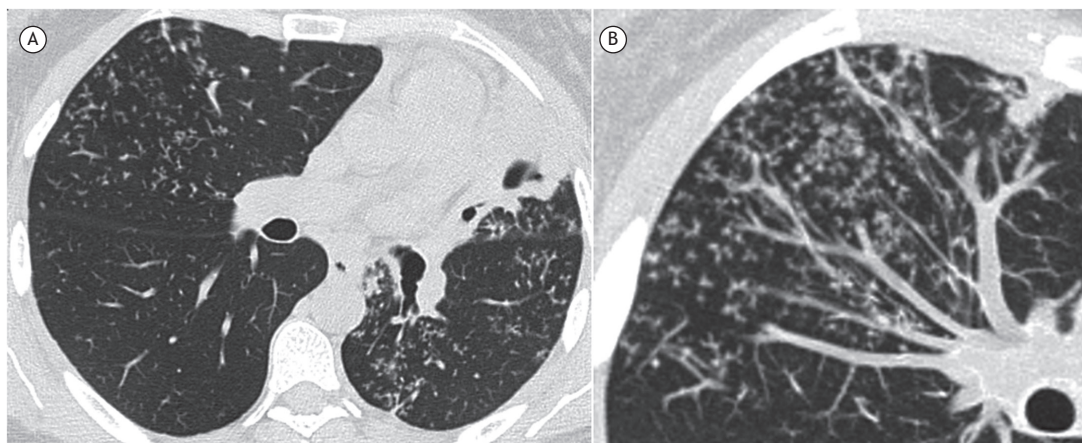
Em A, TC do tórax em corte axial com janela para pulmão, no nível da região subcarinal, mostrando redução volumétrica do pulmão esquerdo, com consolidação escavada na língula. Observam-se também opacidades centrolobulares ramificadas (padrão de árvore em brotamento) no lobo médio e no lobo inferior esquerdo. Em B, detalhe em projeção de intensidade máxima, ressaltando o padrão de árvore em brotamento.
